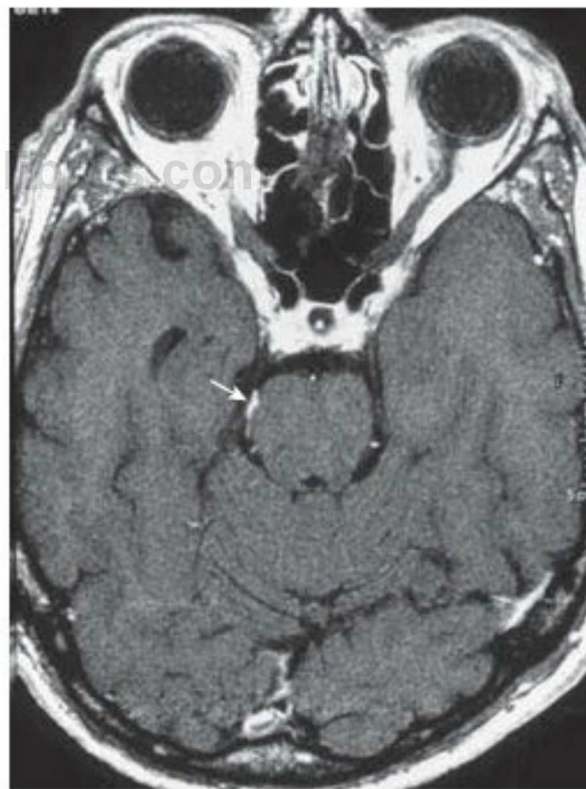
Corte axial de resonancia magnética en el tubérculo cuadrigémino inferior, potenciado en T1 y bajo administración de gadolinio, en el que se observa una lesión hiperintensa compatible con un schwannoma (flecha) en el trayecto ventral del nervio patético derecho alrededor del tronco cerebral.
